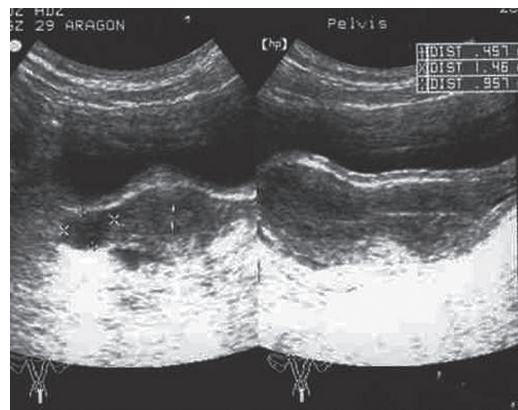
USG. Se observa el útero con un contenido líquido que parece comunicarse a través del canal cervical hasta la vagina.
